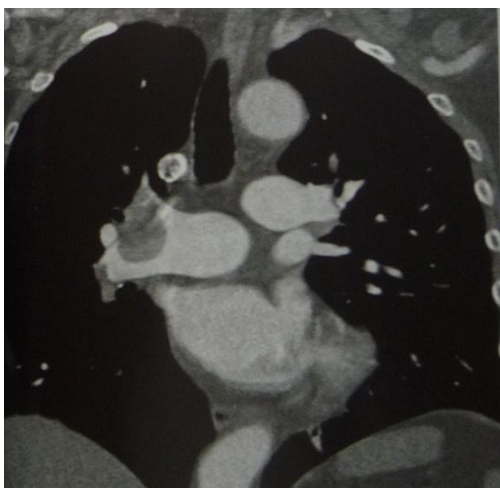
CT angiografie plic
